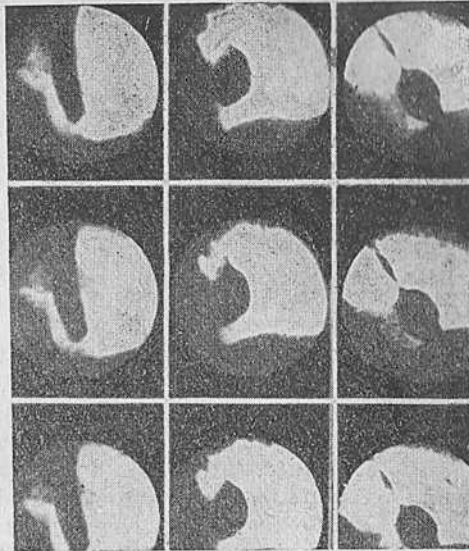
и 53. Рефлекторное раскрытие пищеводно-желудочного перехода. Рентгенокиномонтаж через 16 кадров.
